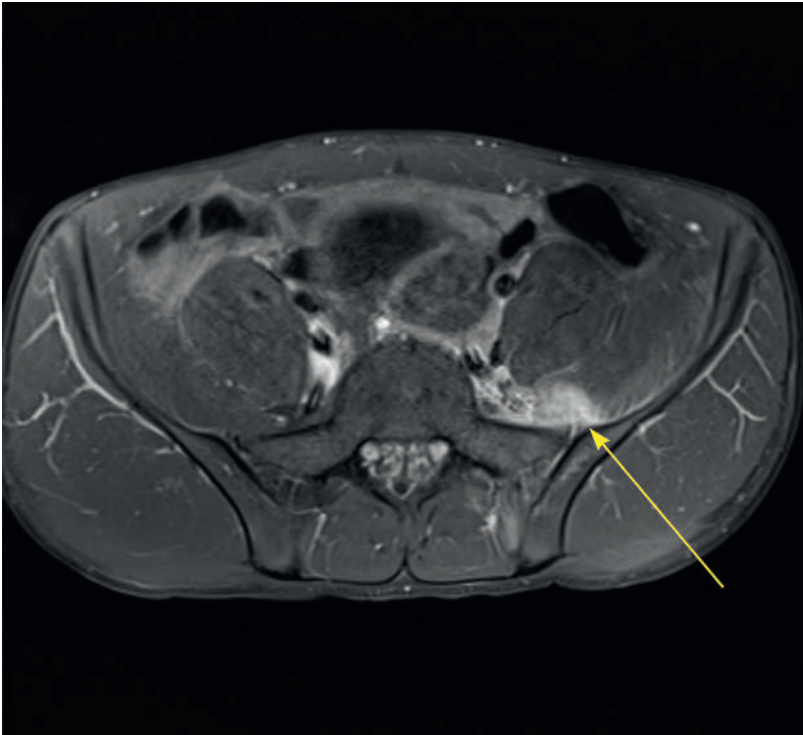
MRI Becken: ISG-Gelenkserguss links mit pannusartiger Ödemzone im Bereich des ISG-Vorderrandes (Pfeil).
